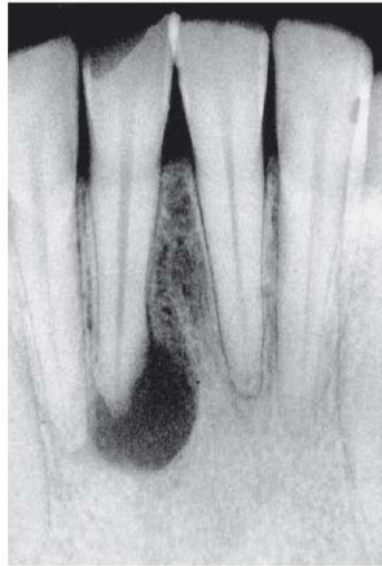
Fotografía dentoalveolar que muestra una periodontitis periapical a causa de una necrosis pulpar previa. ¹
